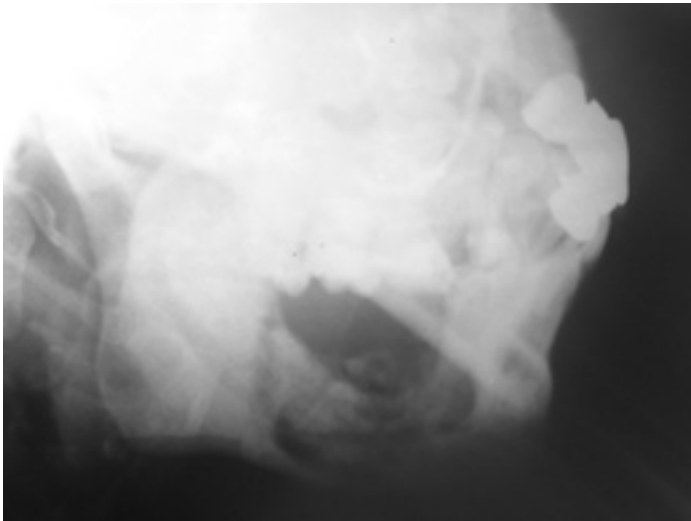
Рентгенограмма нижней челюсти в боковой проекции
